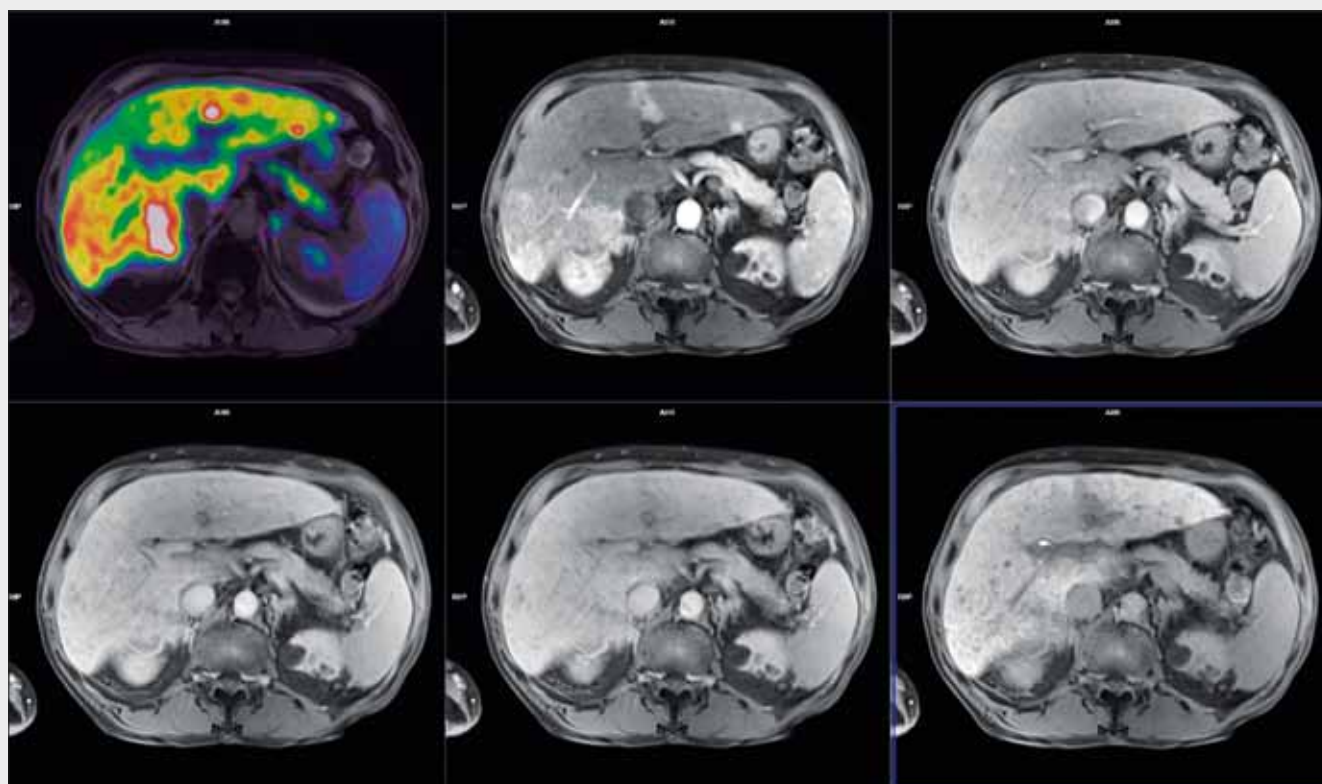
^{18}F -FDG-PET/MR, metastáza dobře diferencovaného renálního karcinomu, patrná metastáza v S1 jater před dolní dutou žilou, ložisko se typicky sytí kontrastní látkou, vykazuje jen minimální zvýšení metabolismu ve srovnání s okolním jaterním parenchymem: shora zleva fúze PET/MR, MR nativně, dále v arteriální, portální, pozdní extracelulární fázi, dále v hepatospecifické fázi po 30 minutách
